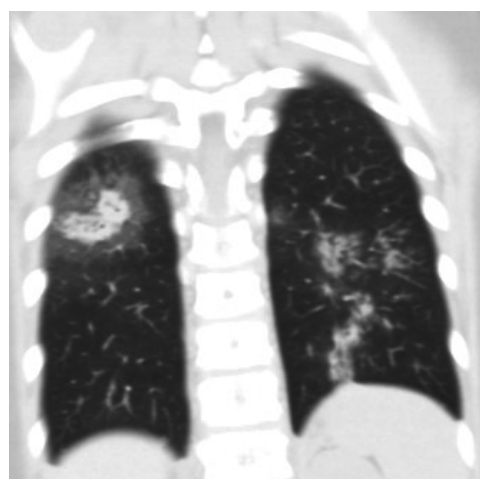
Рентгенограмма грудной клетки девочки Б. 9 лет. Объяснения в тексте.
